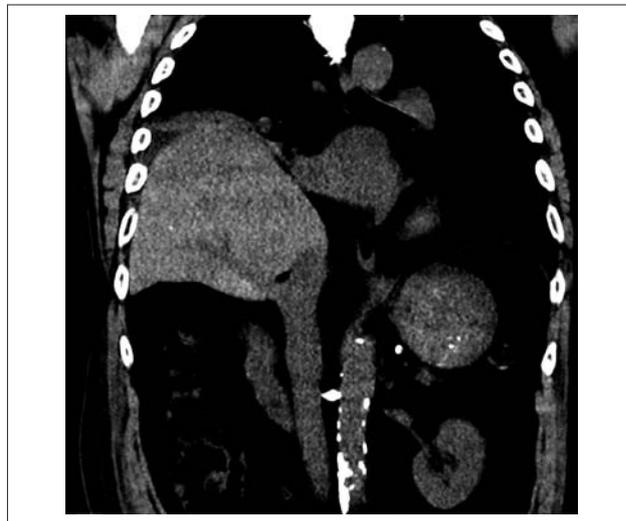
Компьютерная томограмма пациента Ф., 70 лет. Фронтальная объемная реконструкция. Деформация нижней полой вены вправо за счет смещения и ротации печени, кальциноз брюшного отдела аорты
